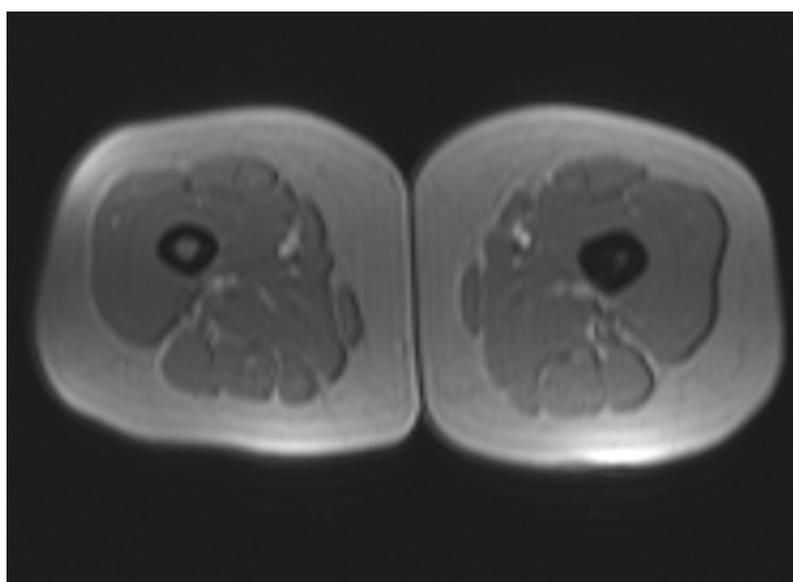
IRM de 2004, en coupe axiale, montrant une hypercondensation corticale et un œdème endostal.
